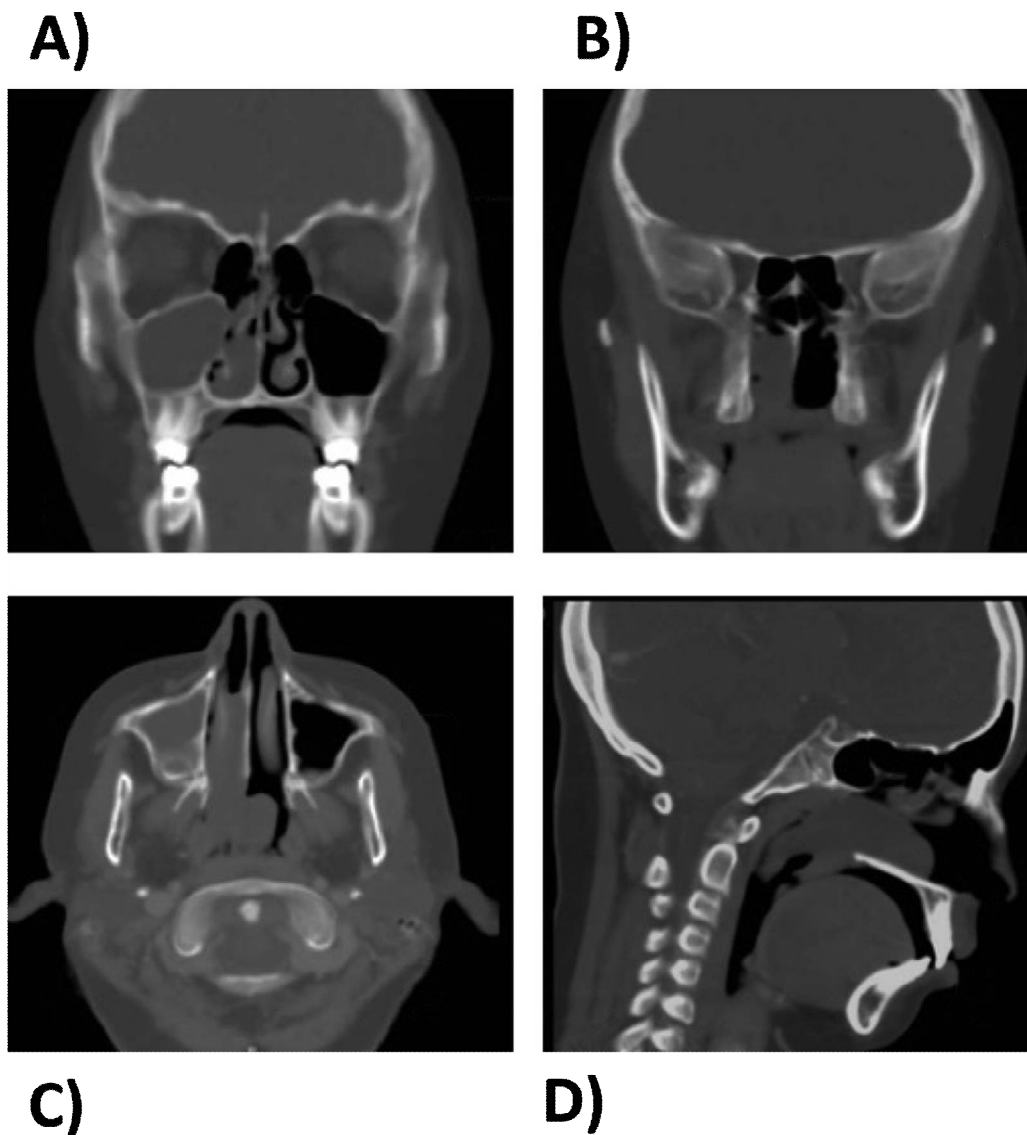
TDM de PAC unilatéral
